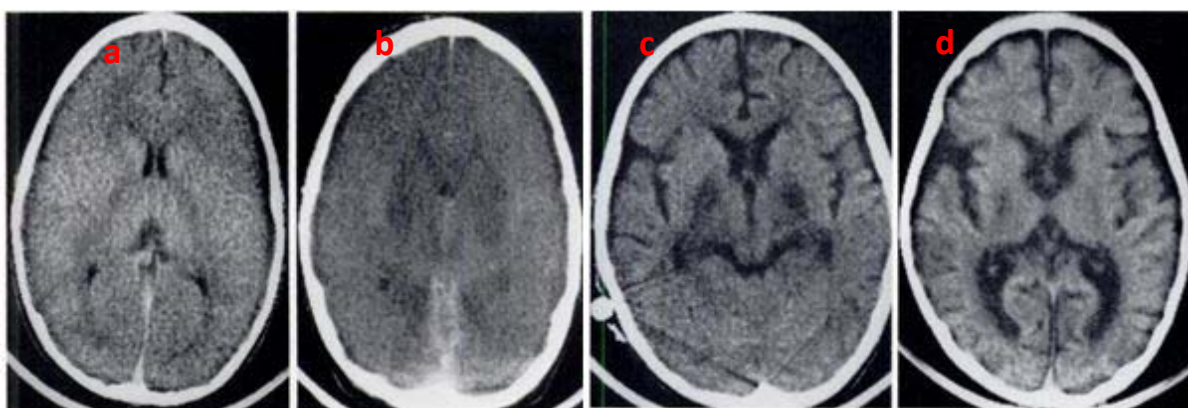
Aspect initial normal de la TDM cérébral (a) / Œdème cérébral diffus à J 10 après la noyade (b) / Atrophie corticosouscorticale diffuse au 31^e et au 76^e jour(c-d) [96]
